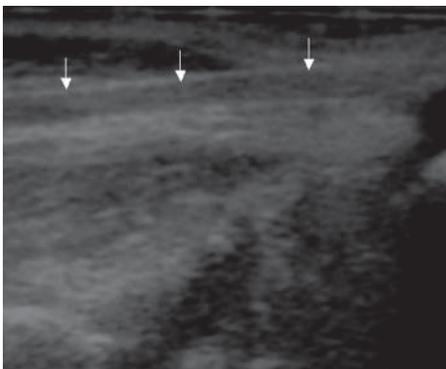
Ultrasonido del tendón de Aquiles en el primer día posoperatorio de la tenotomía percutánea. Obsérvese los extremos del tendón cortado (flechas) y el hematoma hipoeicoico en el centro.
